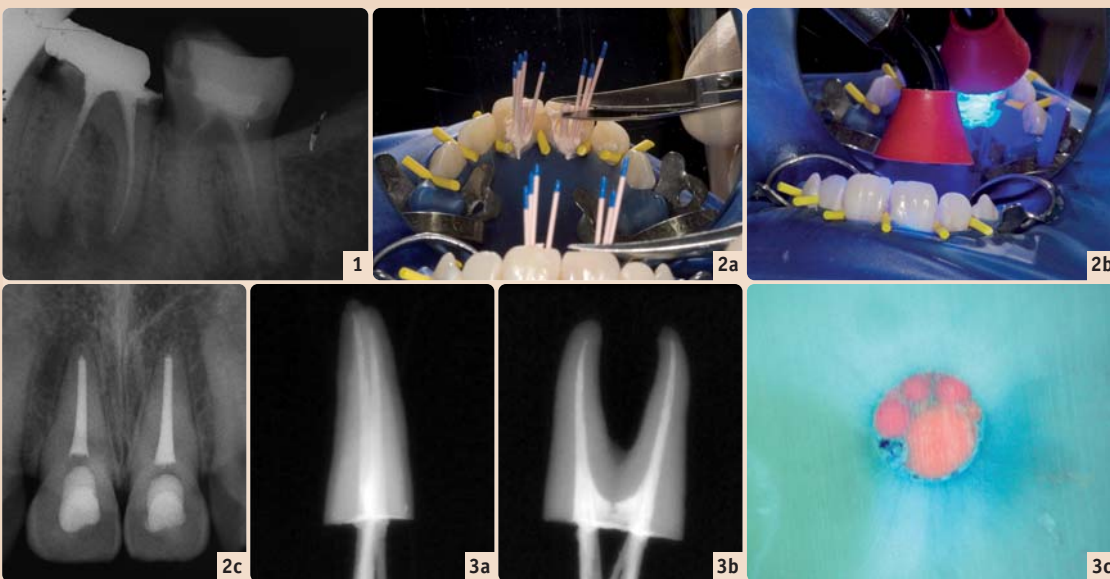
Insuffiziente Wurzelkanalfüllung und undichte technische Versorgung. – Abb. 2: a) Laterale Kondensation mit Resilon, b) initiale Lichthärtung, c) Füllröntgen. – Abb. 3: Laterale Kondensation, a) Füllröntgen in b-l, b) in m-d Richtung, c) Querschnitt des apikalen Kanaldrittels.
